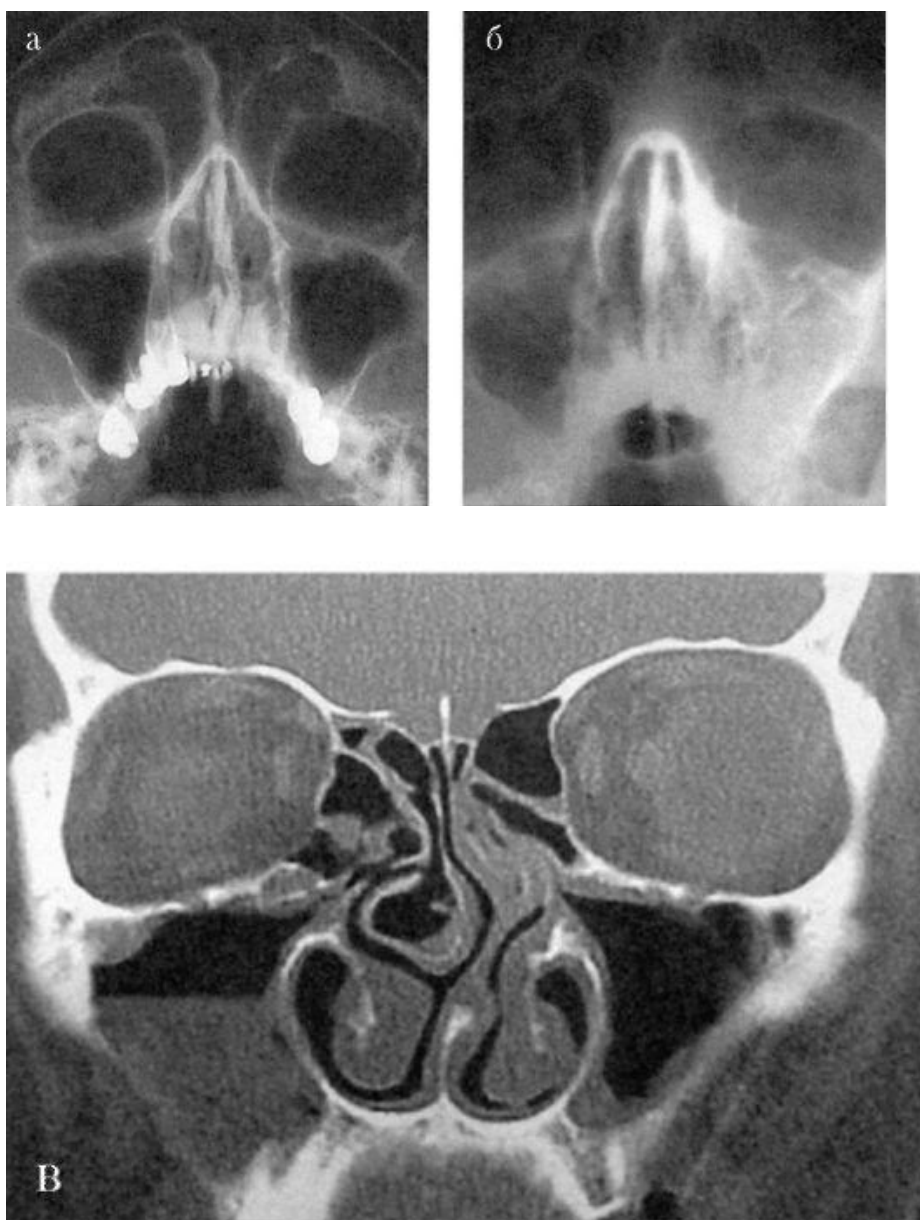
Методы лучевой диагностики патологии околоносовых пазух: а - рентгенограмма околоносовых пазух в норме; б - рентгенограмма, гнойное воспаление верхнечелюстной пазухи; в - компьютерная томограмма, гнойный гайморит справа
